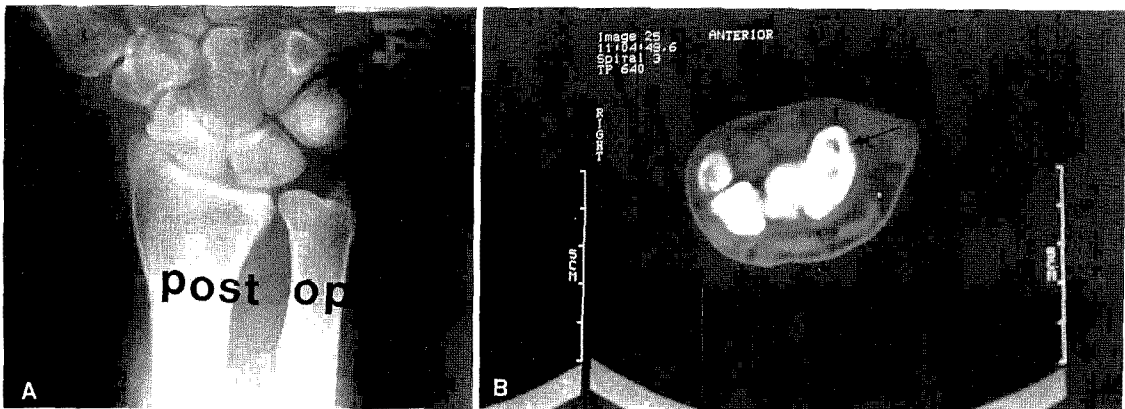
Roentgenogram of the scaphoid bone 1 year after operation shows disappearance of osteoid osteoma
